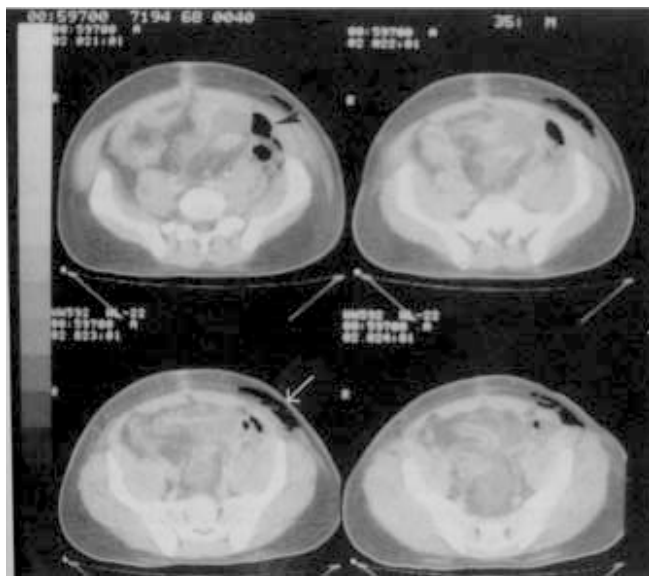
Tomografía de abdomen con aire libre intraabdominal (Flecha negra) y enfisema en pared lateral izquierda de abdomen (Flecha blanca).
